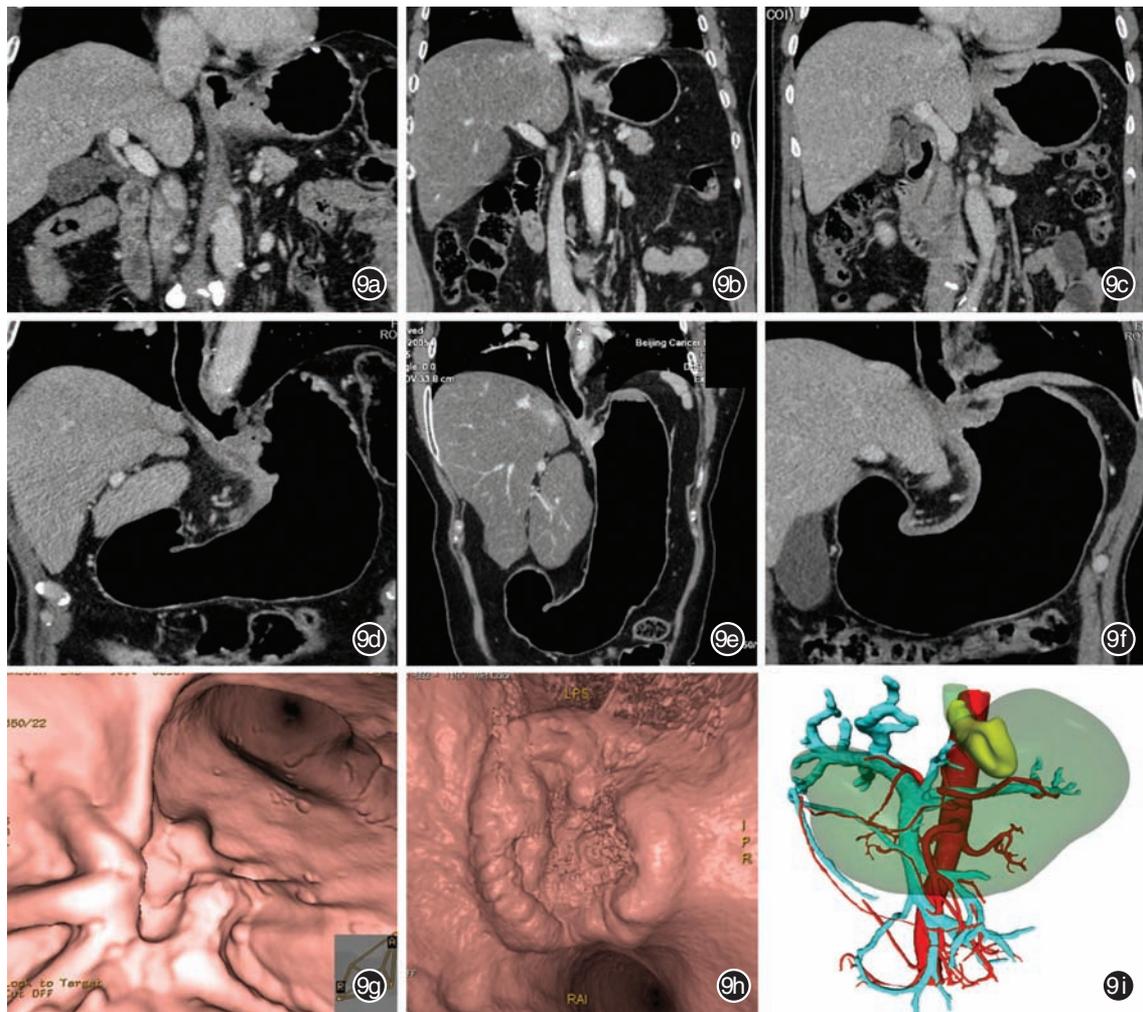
多种重建方式显示食管胃结合部癌形态及范围(本中心病例图片) 9a、9b和9c. 常规冠状位重建图像无法同时显示肿瘤及其相连的食管和胃全程;9d、9e和9f. 分别对应上述9a、9b和9c的病例,沿食管至胃腔走行画线获得曲面重建图像,可直观显示病变延伸范围;9g和9h. 仿真内镜,三维直观显示病变黏膜面形态;9i.CT动/静脉血管成像(CTA/V)联合透明重建,显示食管胃结合部病变(黄色)的三维形态及上下界范围,并可动态旋转观察病变与邻近大血管关系
